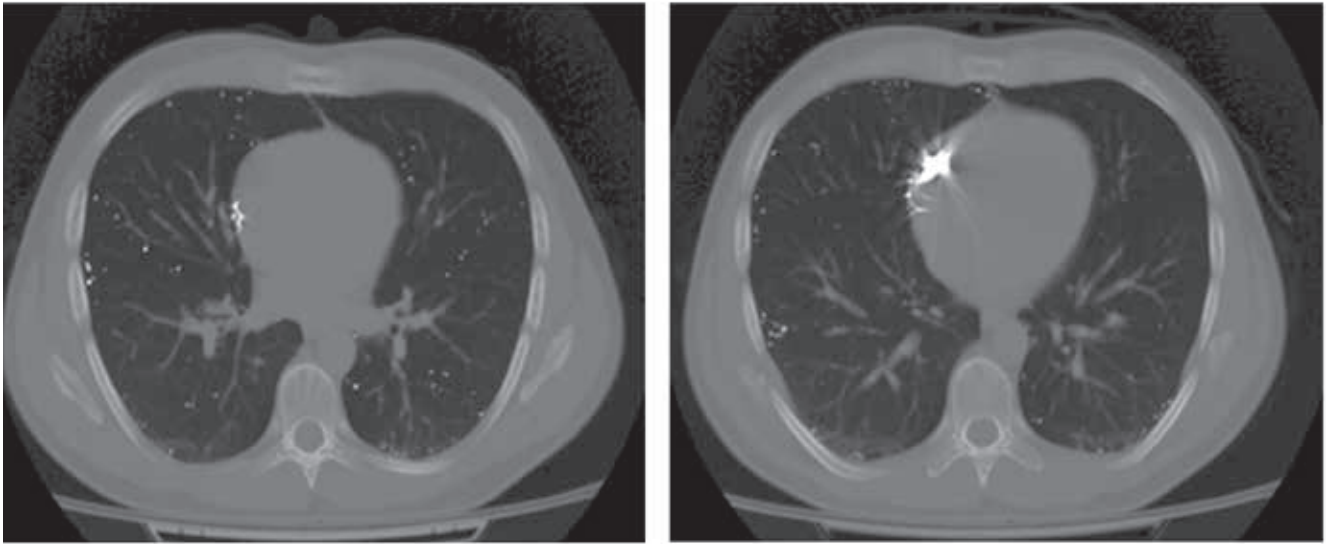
Пациент С., 24 лет. Аксиальные срезы МСКТ органов грудной полости.
